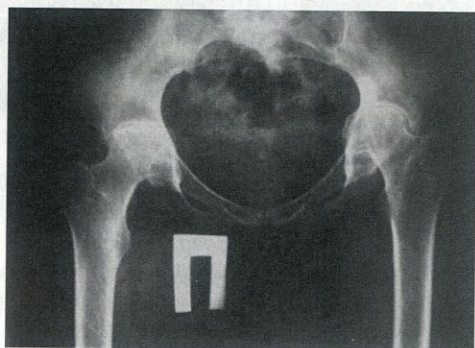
Рентгенограмма больного с двусторонним ревматоидным артритом тазобедренных суставов. Резкое сужение суставной щели, остеопороз вертлужной впадины и головки бедренной кости
